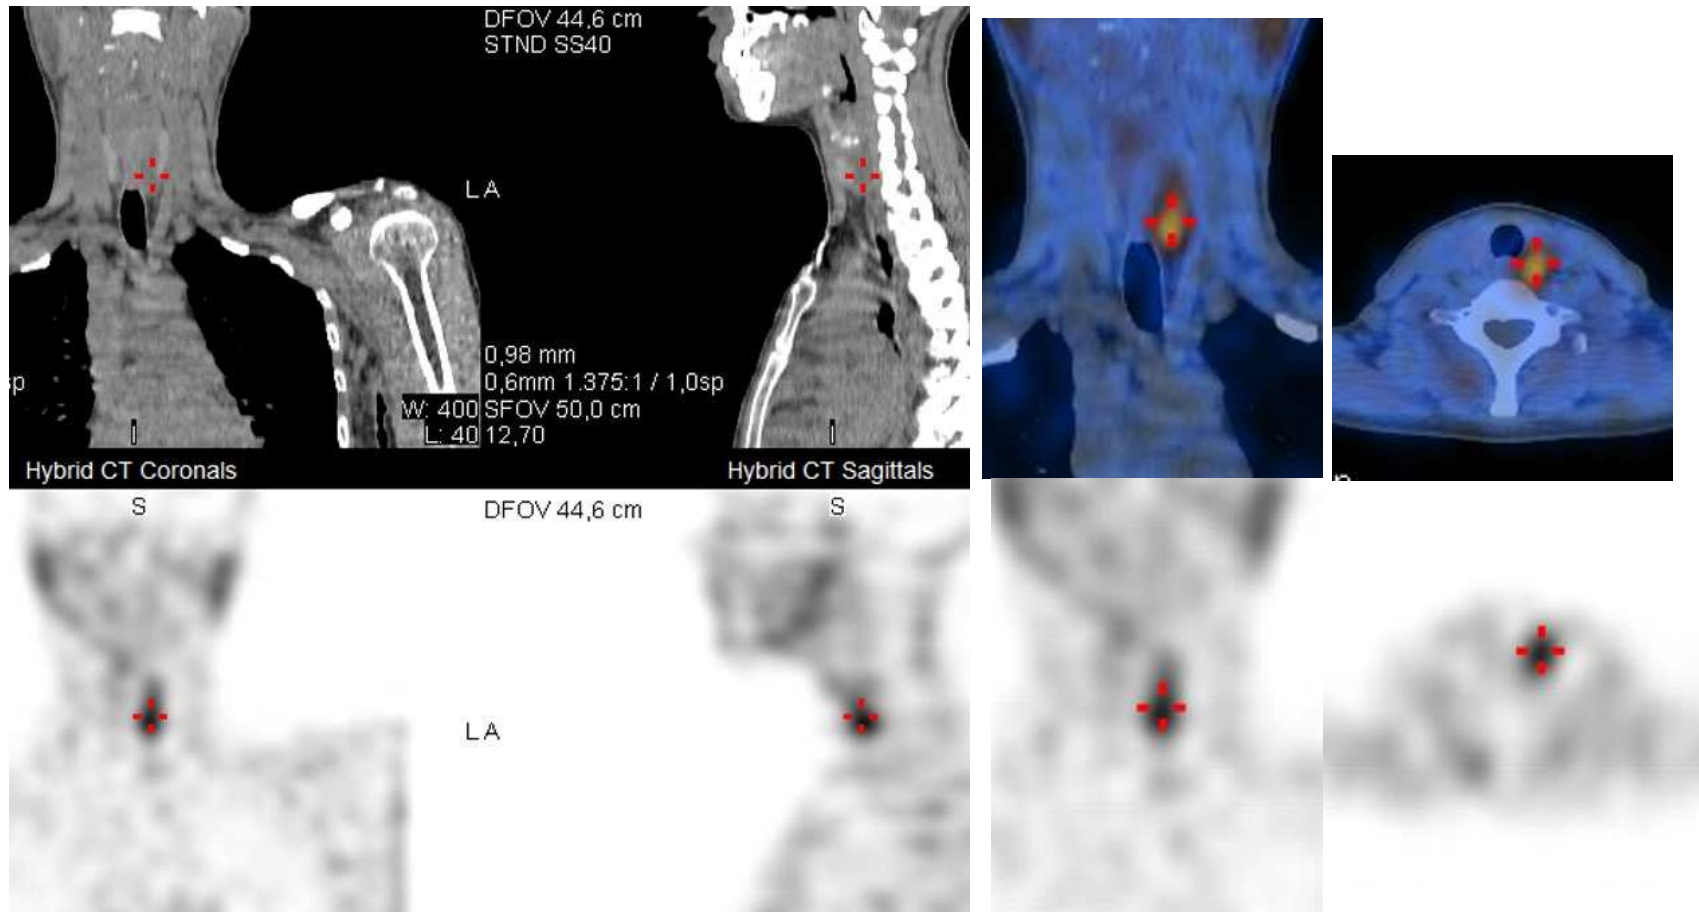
Mismo paciente que fig. 9, con años, con HPTP. Nódulo lobulado de gran tamaño adyacente al LTI. Se confirman los hallazgos en gammagrafía y SPECT con sestamibi
